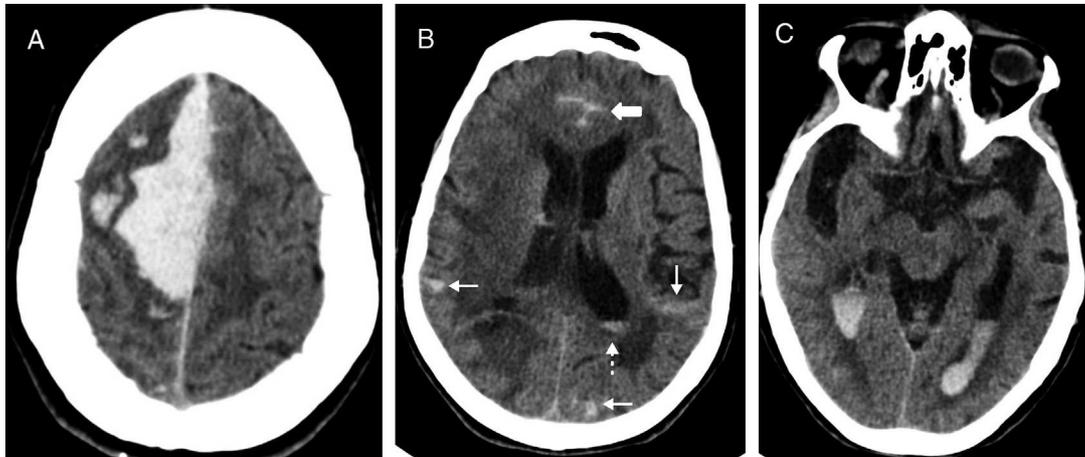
TC. A) Hemorragia frontal derecha lobar (corticocortical) aguda muy voluminosa. B) Hemorragias lobares (corticales) pequeñas agudas multifocales en ambos hemisferios cerebrales (flechas delgadas). Hemorragia aguda en la porción más declive del ventrículo lateral izquierdo (flecha de puntos). Hemorragia subaracnoidea aguda en el cíngulo anterior (flecha gruesa). Lesiones de la sustancia blanca periventricular. C) Hemorragia aguda en las astas occipitales de los ventrículos laterales. Atrfia severa de las porciones mediales de los lóbulos temporales. Ausencia de sangrado en las cisternas basales.
